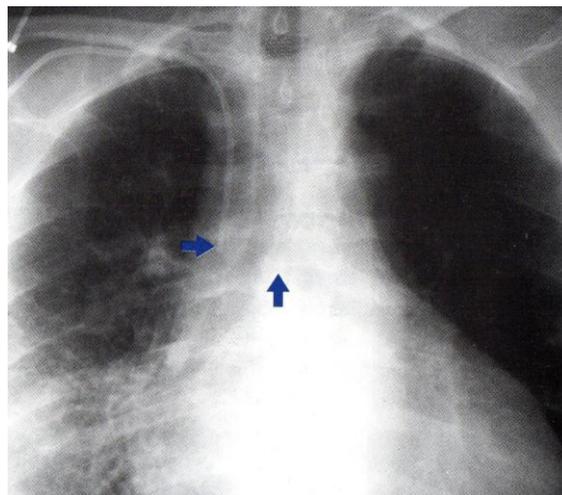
Radiografía de control luego de la colocación de un catéter venoso central. La flecha horizontal señala la punta del catéter a la altura de la carina señalada con la flecha vertical. Hofer, M. (2008) *Radiología del tórax: atlas de aprendizaje sistemático*. Buenos Aires – Argentina. Médica Panamericana.
